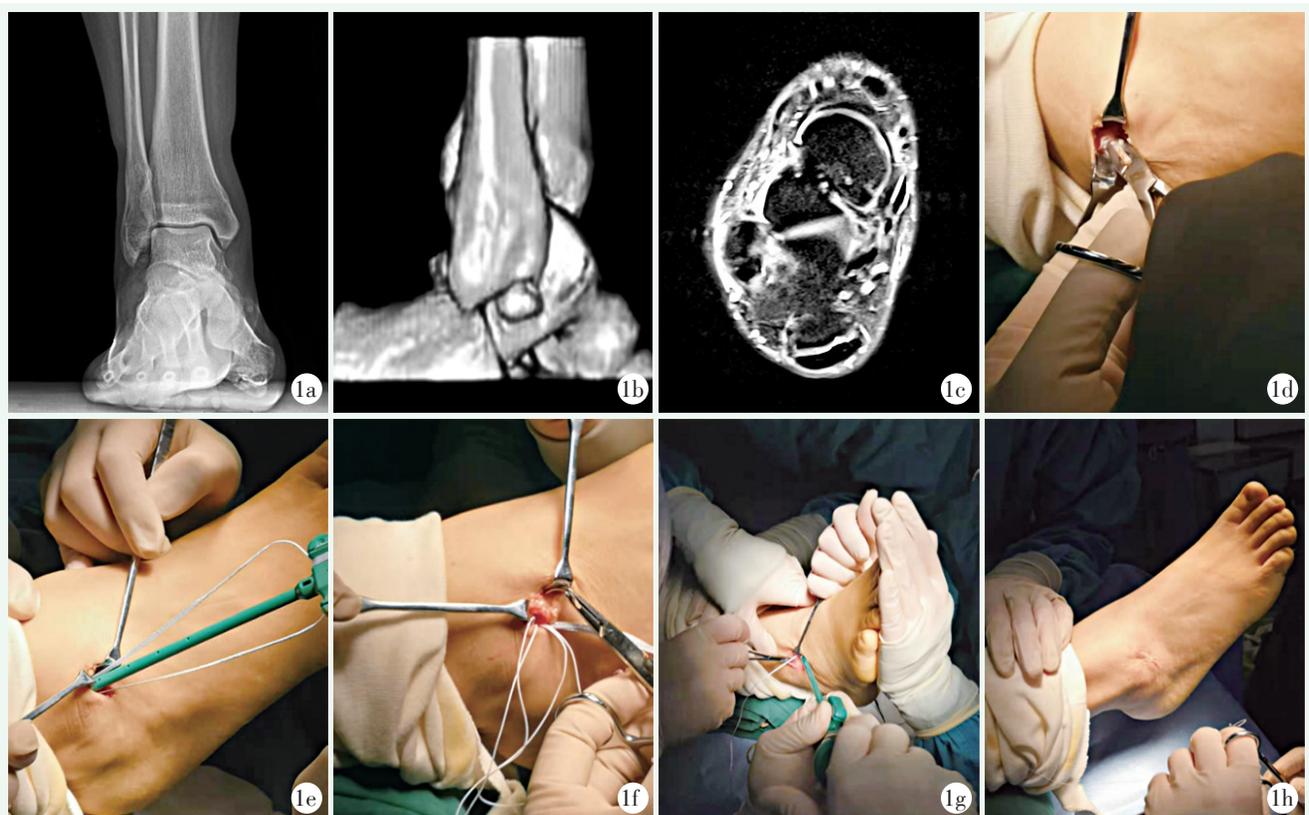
患者，男，25 岁，右踝关节扭伤后疼痛、肿胀 1 年 1a: 右踝关节正位 X 线片示外踝下方腓骨下骨 1b: 右踝关节三维重建显示腓骨下骨位于 ATFL 外踝止点 1c: MRI 显示 ATFL 损伤 1d: 外踝前下方小切口切除腓骨下骨 1e: ATFL 外踝足印区置入带人工线带锚钉 1f: arthrex 缝线缝合 ATFL 残端和伸肌支持带 1g: 将人工线带旋转拧入距骨骨道 1h: 术后切口外观
